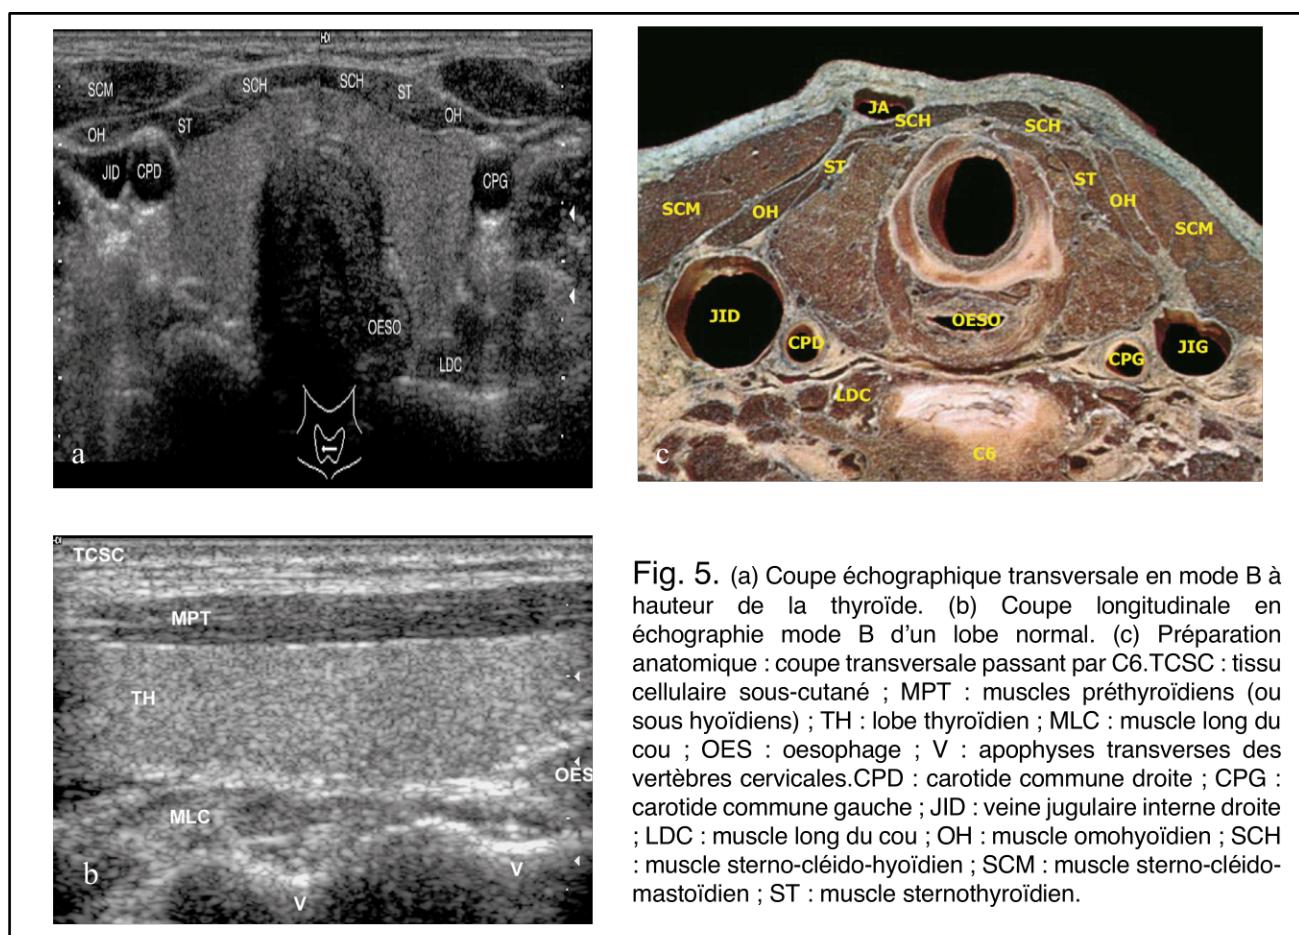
(a) Coupe échographique transversale en mode B à hauteur de la thyroïde. (b) Coupe longitudinale en échographie mode B d'un lobe normal. (c) Préparation anatomique : coupe transversale passant par C6.TCSC : tissu cellulaire sous-cutané ; MPT : muscles préthyroïdiens (ou sous hyoïdiens) ; TH : lobe thyroïdien ; MLC : muscle long du cou ; OES : oesophage ; V : apophyses transverses des vertèbres cervicales.CPD : carotide commune droite ; CPG : carotide commune gauche ; JID : veine jugulaire interne droite ; LDC : muscle long du cou ; OH : muscle omohyoïdien ; SCH : muscle sterno-cléido-hyoïdien ; SCM : muscle sterno-cléido-mastoïdien ; ST : muscle sternothyroïdien.
